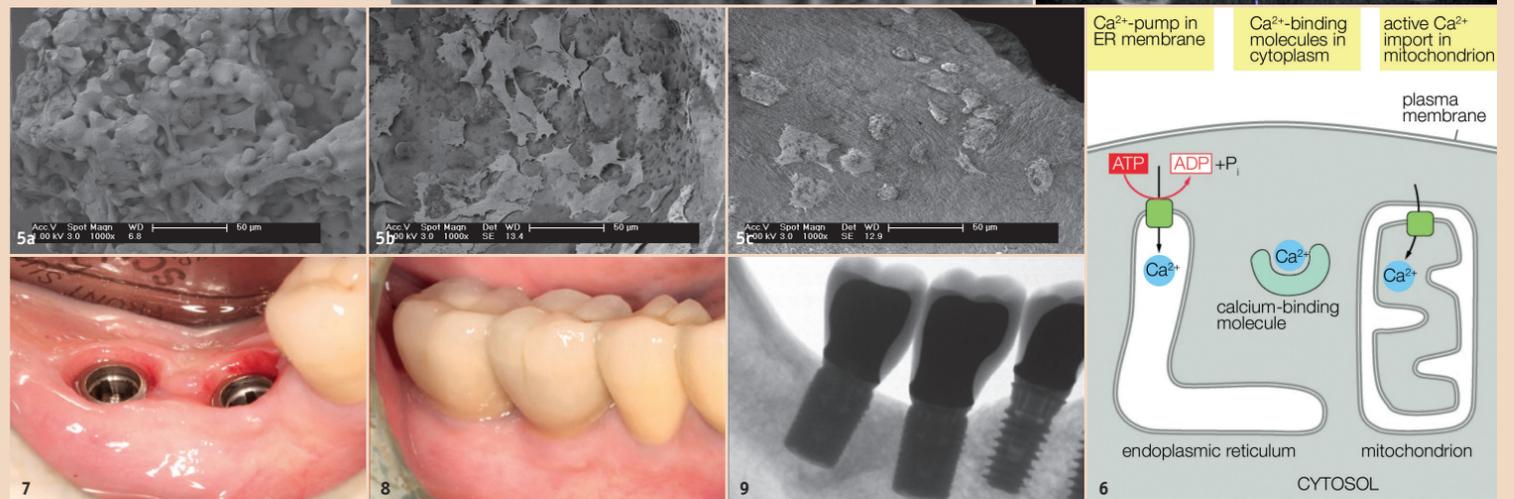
Zwei verschiedene Materialien nach sieben Jahren im Vergleich. – Abb. 3 und 4: Klinisch zeigt das Knochenersatzmaterial keine Vitalität. Im Röntgenbild ist die deutliche Demarkierung zum Empfänger Knochen zu sehen. – Abb. 5: Vergleichender Test verschiedener keramischer Knochenersatzmaterialien mit humanen Osteoblasten (SAOS-2). – Abb. 6: Ca^{2+} -Funktion. – Abb. 7: Gesunde Schleimhautverhältnisse und solide inkorporierte Implantate. – Abb. 8 und 9: Nach einem Jahr sind entzündungsfreie Weichgewebe und eine komplette Knochenregeneration im augmentierten Bereich zu sehen.
